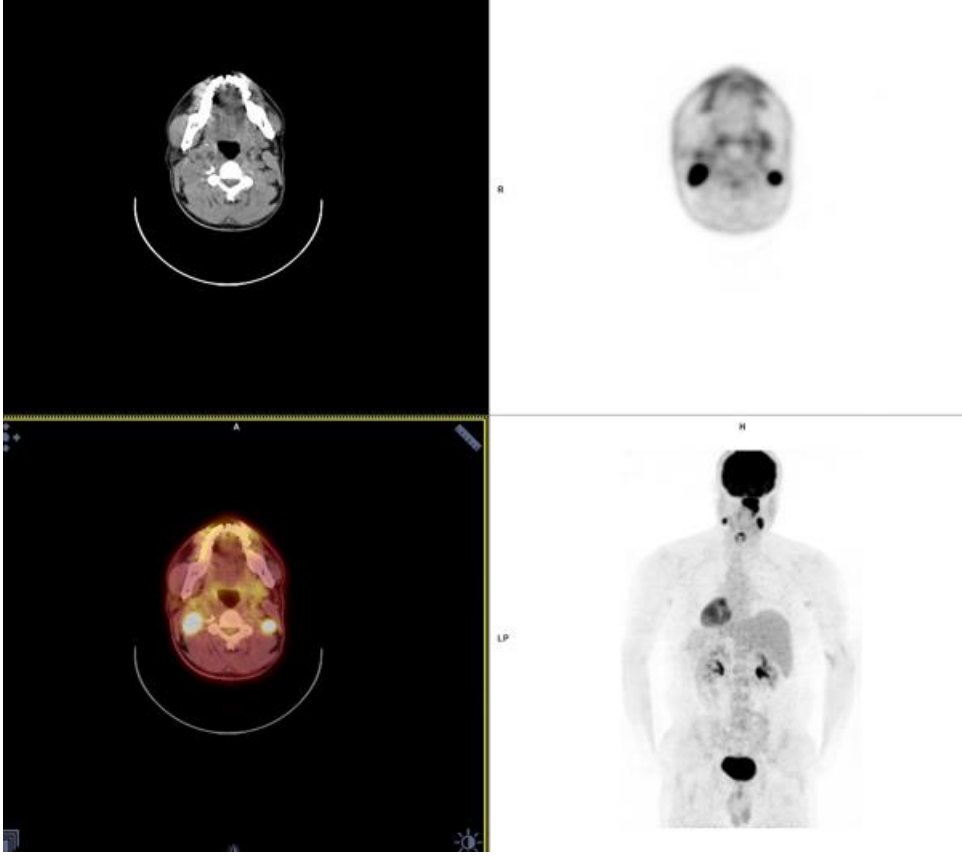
58 yaşında, Evre 2 NFK tanılı erkek hastaya ait PET/BT görüntüleri ve primer lezyondan ölçülen MTV ve TLG değerleri
